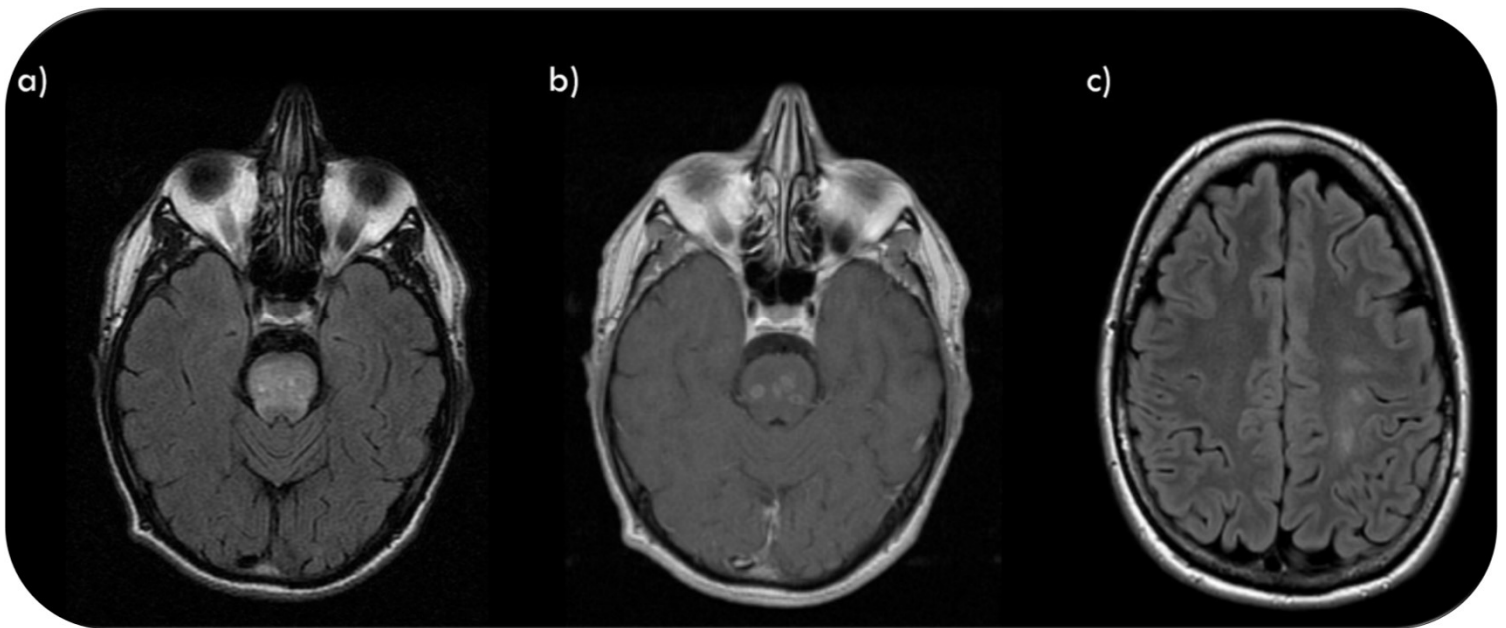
Estudio de RM de un paciente con Neurobehçet: área de hiperseñal protuberancial en la secuencia T2 (imagen a). En la secuencia T1 con contraste se observaron varios focos de realce en anillo en esta localización (imagen b); todo ello en ausencia de clínica infecciosa o alteraciones significativas en el LCR del paciente.
